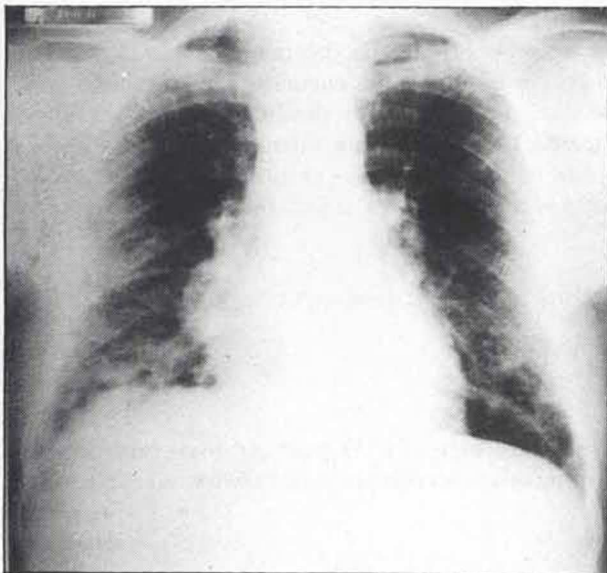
Telerradiografia torácica da altura do diagnóstico: padrão reticulomicronodular difuso e adenomegalias hilares bilaterais.
